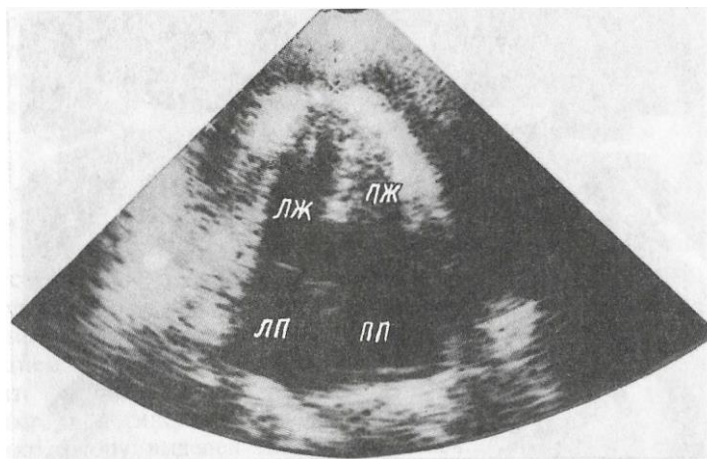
Двухмерная эхокардиограмма больного П., 62 года. Жидкость и фибрин в полости перикарда.
